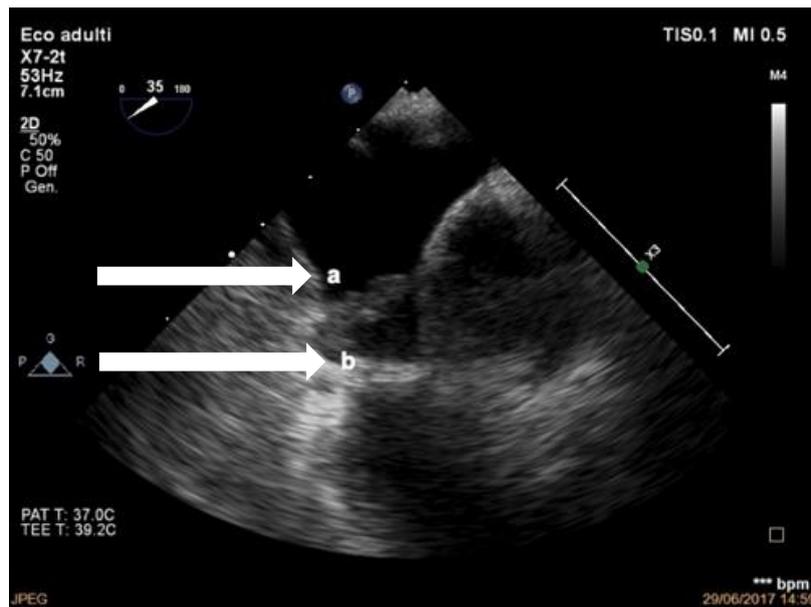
Ecografia TEE, valvola polmonare e tratto d' efflusso destro. Con la lettera (a) sono indicati i lembi valvolari polmonari, in corrispondenza della lettera, con la lettera (b) si pu ò osservare la doppia linea iperecogena che identifica la presenza di un' arteria coronaria anomala, determinante il restringimento sottovalvolare.
